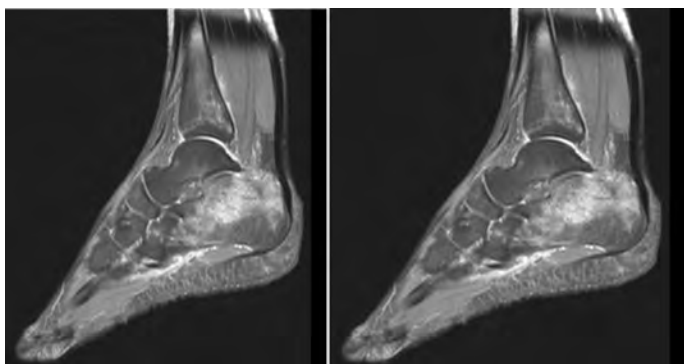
Больная Р. 31 г. Наиболее информативные МРТ сканы стопы перед началом лечения (зона формирующегося остеонекроза пяточной кости с зоной отека костного мозга)
